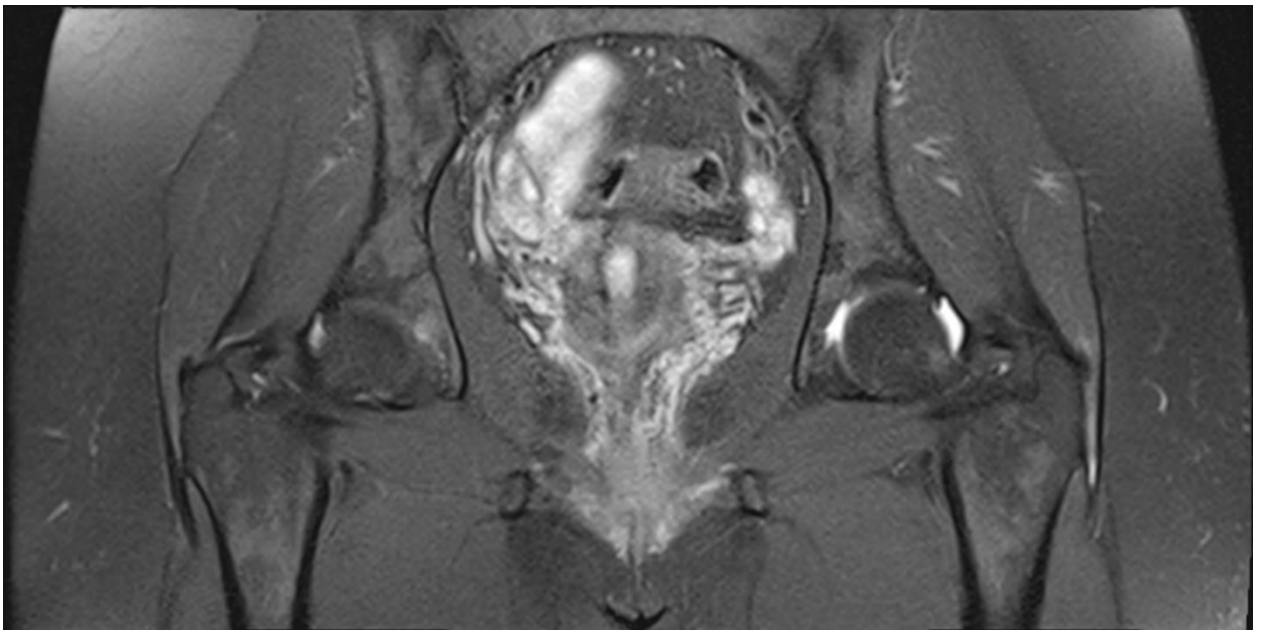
МРТ кульшових суглобів. В лівому КС розрив ХЛК.
